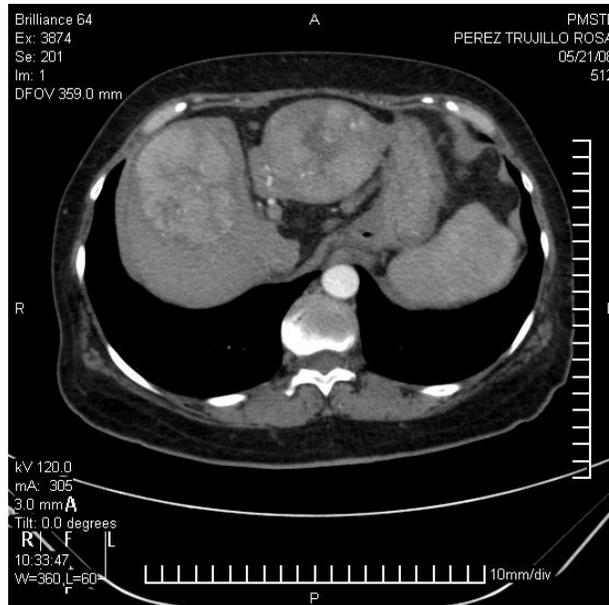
CORTE AXIAL DE TC EN EL CUAL LLAMA LA ATENCION LA PRESENCIA DE DOS LESIONES LOCALIZADAS EN AMBOS LOBULOS HEPATICOS, SE ENVIA PARA PROGRAMACION DE BIOPSIA GUIADA.
